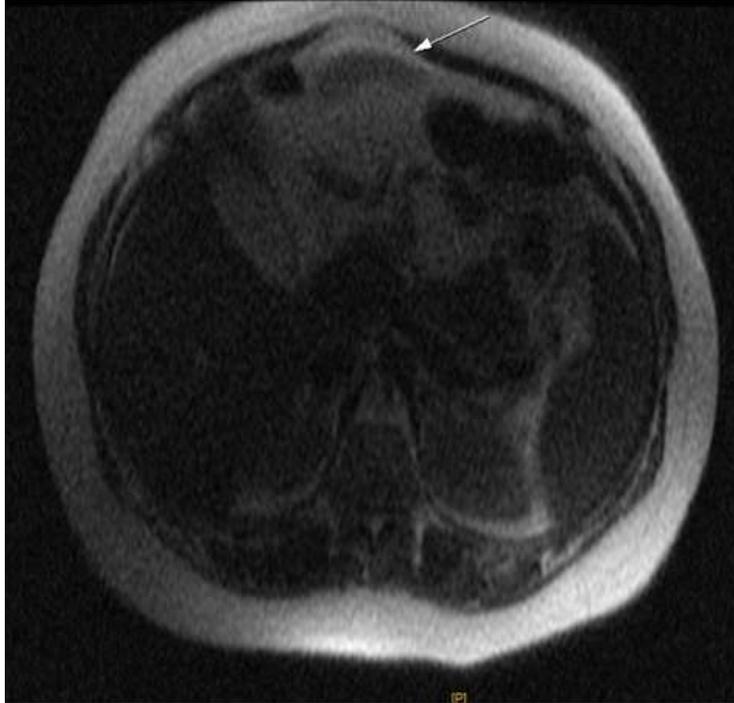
IRM thoracoabdominopelvienne: masse solidokystique d'allure tumorale pré vésicale évoquant une tumeur de l'ouraque, absence d'anomalie à distance.
